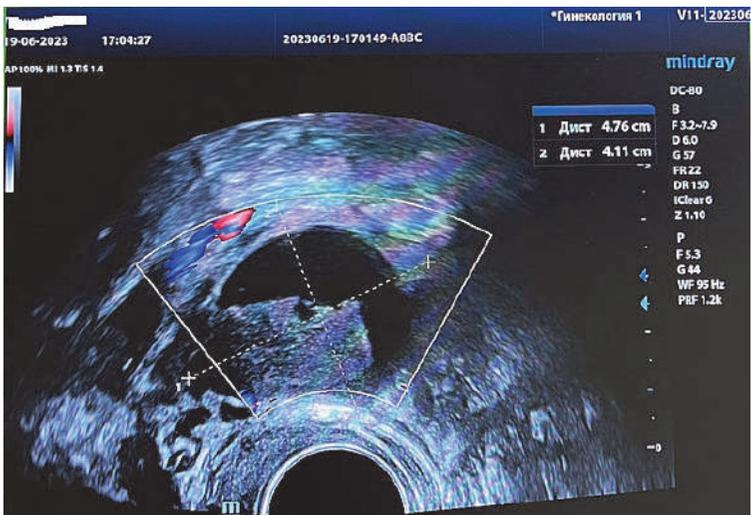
УЗИ органов малого таза трансвагинальным датчиком пациентки, 34 года: новообразование правого яичника – измерение размеров (фото предоставлено канд. мед. наук И.А. Греховой)
